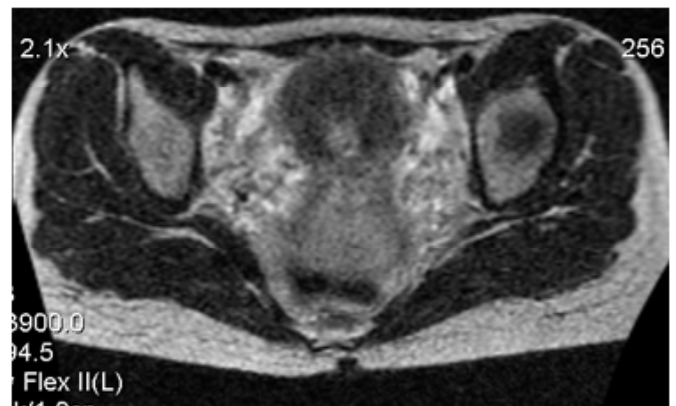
МРТ в Т2ВИ, аксиальная проекция. Рак шейки матки. Отмечается инвазия в параметральную клетчатку с обеих сторон
